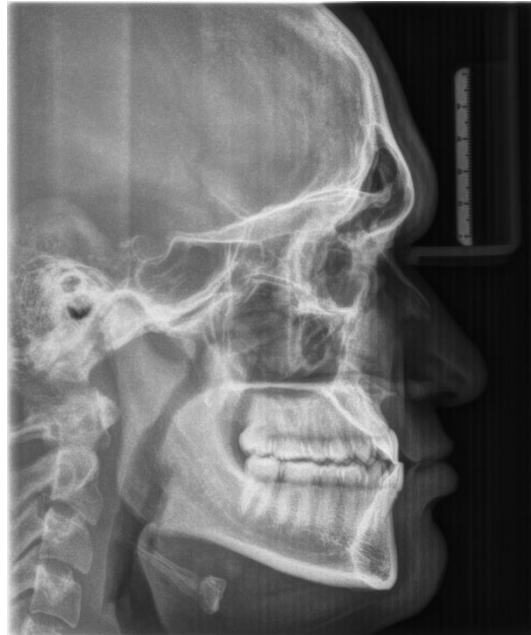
Telerradiografia cefalométrica em norma lateral a longo prazo pós-tratamento.
